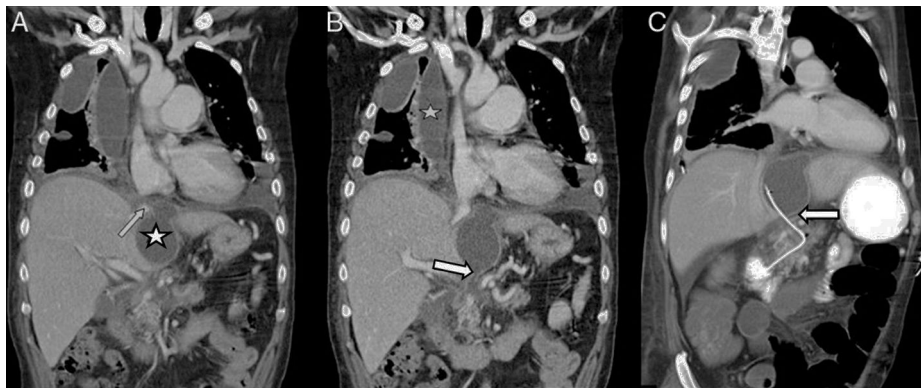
A y B) Reconstrucciones coronales de la TC en paciente de 47 años con antecedente de pancreatitis crónica complicada con fístula pancreato-torácica. La TC muestra un derrame pleural loculado (estrella en B) con comunicación (flecha en A) con el pseudoquiste (estrella en A) que a su vez conecta con el Wirsung (flecha en B). C) La TC de control realizada a los 12 días, tras CPRE con colocación de prótesis (flecha en C) que drena el pseudoquiste y la colección pleural a través del Wirsung a duodeno.
